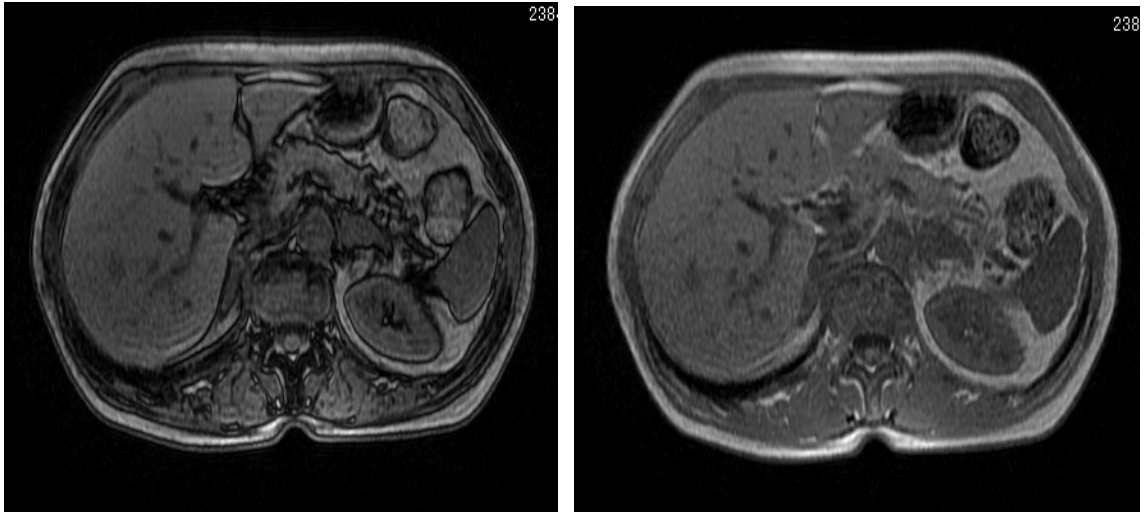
a, b. Sol adrenal bezde adenom dışı kitle ile uyumlu lezyon. MRG incelemede lezyon sinyalinin dış faz (a) ve iç fazda (b) değişmediği görülmekte.
